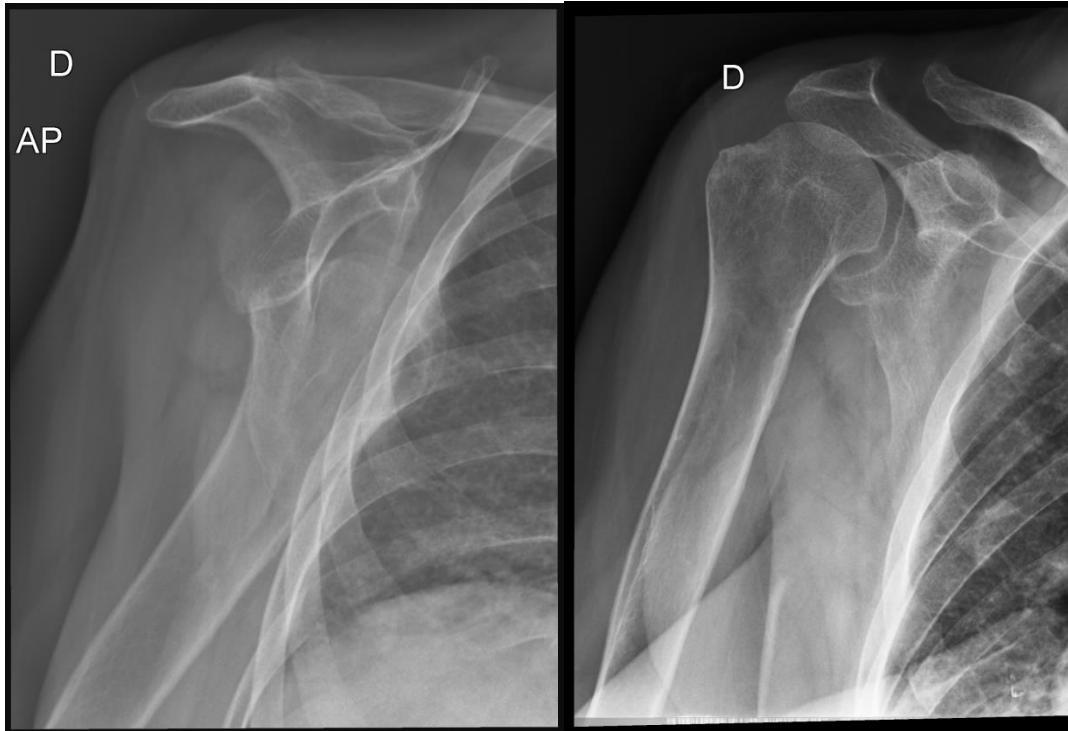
&2: Radiografia anteroposterior do ombro direito, demonstrando lesão de Hill-Sachs, antes e após redução da luxação do ombro.
